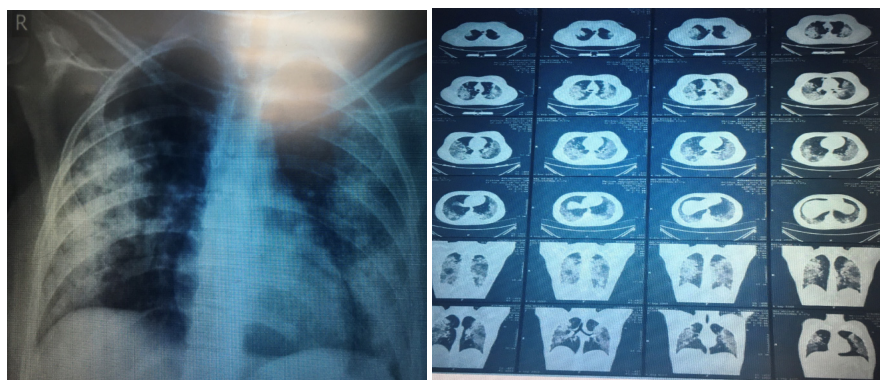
Chest X-ray and CT scans of a patient with GPA. Findings demonstrate bilateral polysegmental pneumonia with an estimated total lung involvement of approximately 65%.
